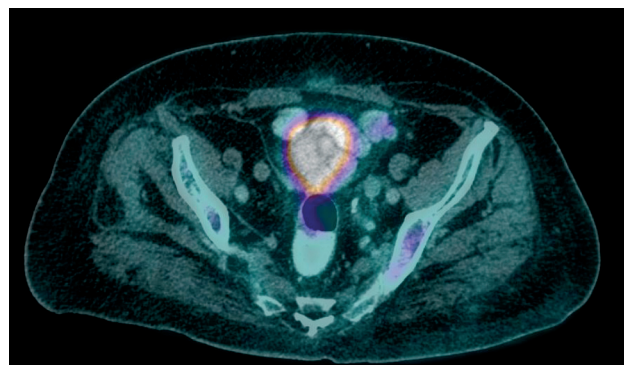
ПЭТ-КТ скан в аксиальной проекции на уровне малого таза. Многочисленные метаболчески неактивные образования правильной округлой формы
